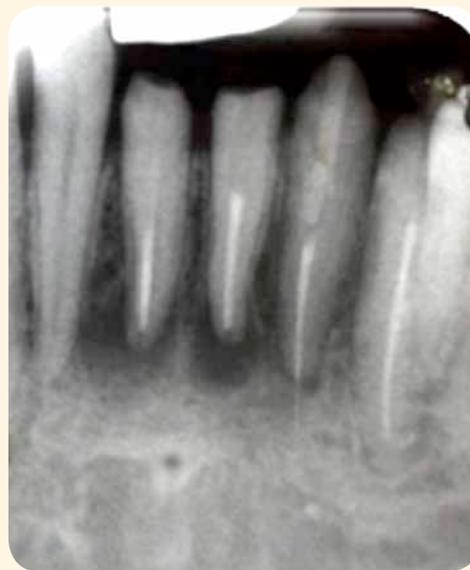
Radiografía periapical inferior anterior.
